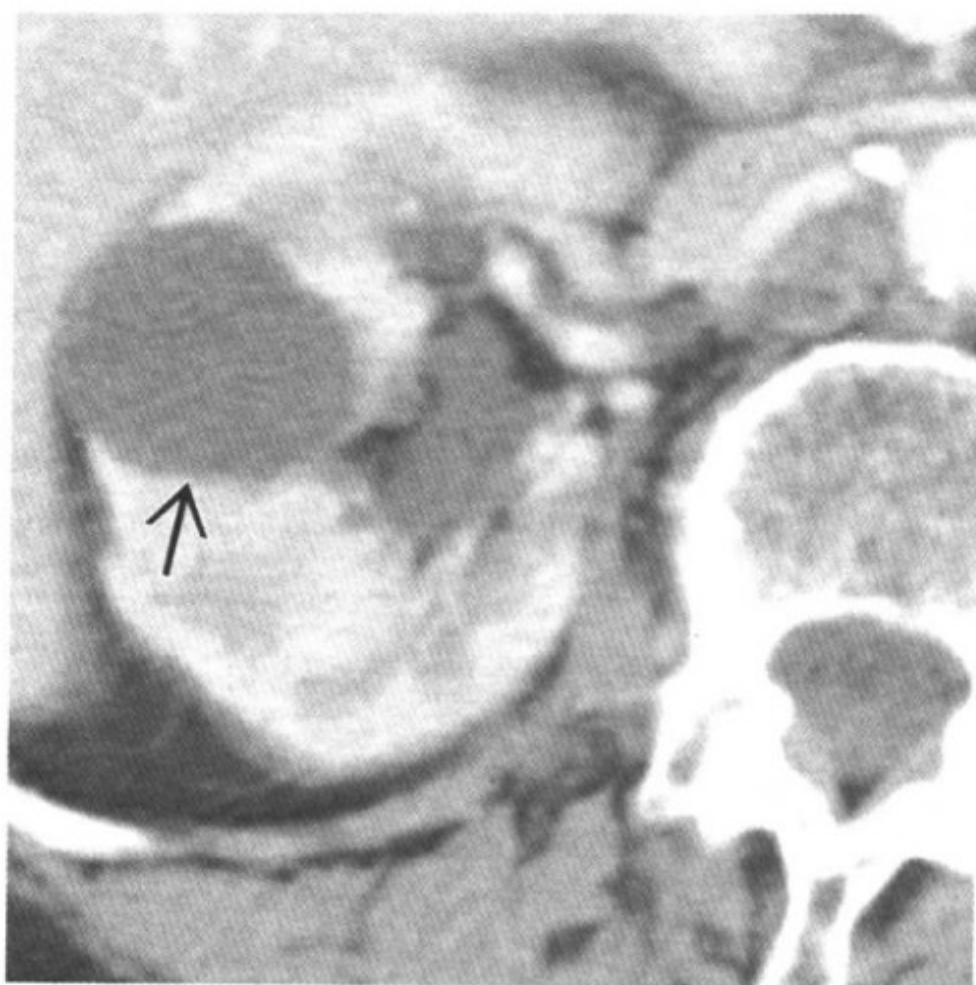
图 A 增强 CT 显示左肾球形水密度病灶，没有肉眼可见的壁存在；图 B 超声显示邻近皮质表面的无回声区，后方可见回声增强（箭头）
